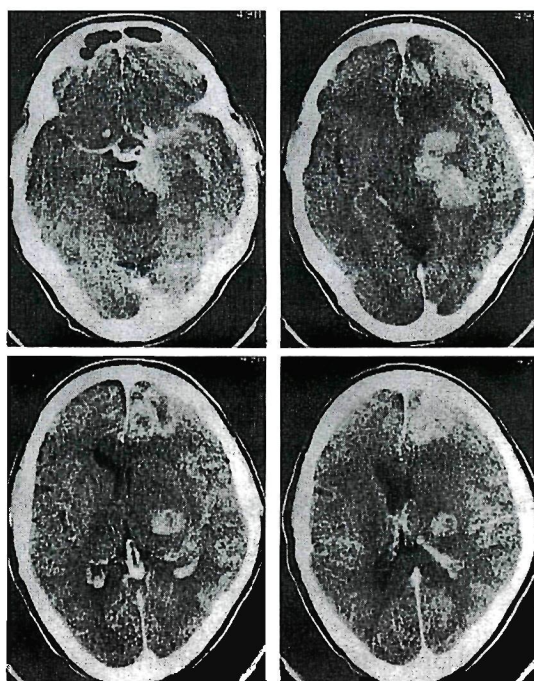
(case 5) Contrast enhanced CT scan shows multiple enhanced lesions at right hemisphere.
